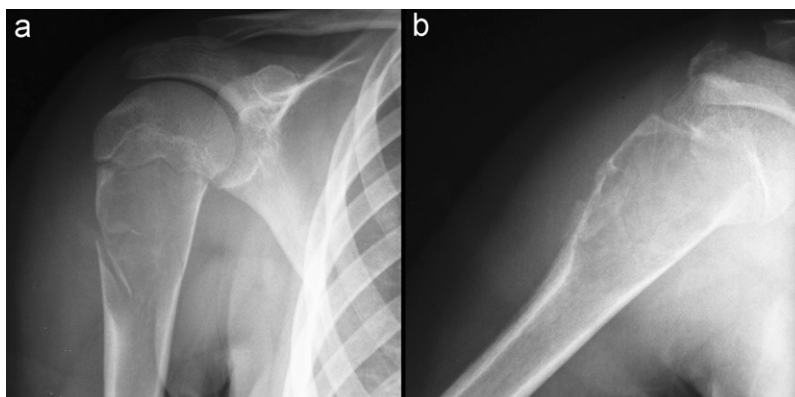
A) Radiografía simple de miembro superior derecho anteroposterior. B) Radiografía simple de miembro superior derecho lateral. Lesión lítica metafiso-diafisaria proximal humeral, con bordes parcialmente mal definidos con una zona de transición imprecisa en su borde inferior, que produce remodelamiento endostal y mínima insuflación.
